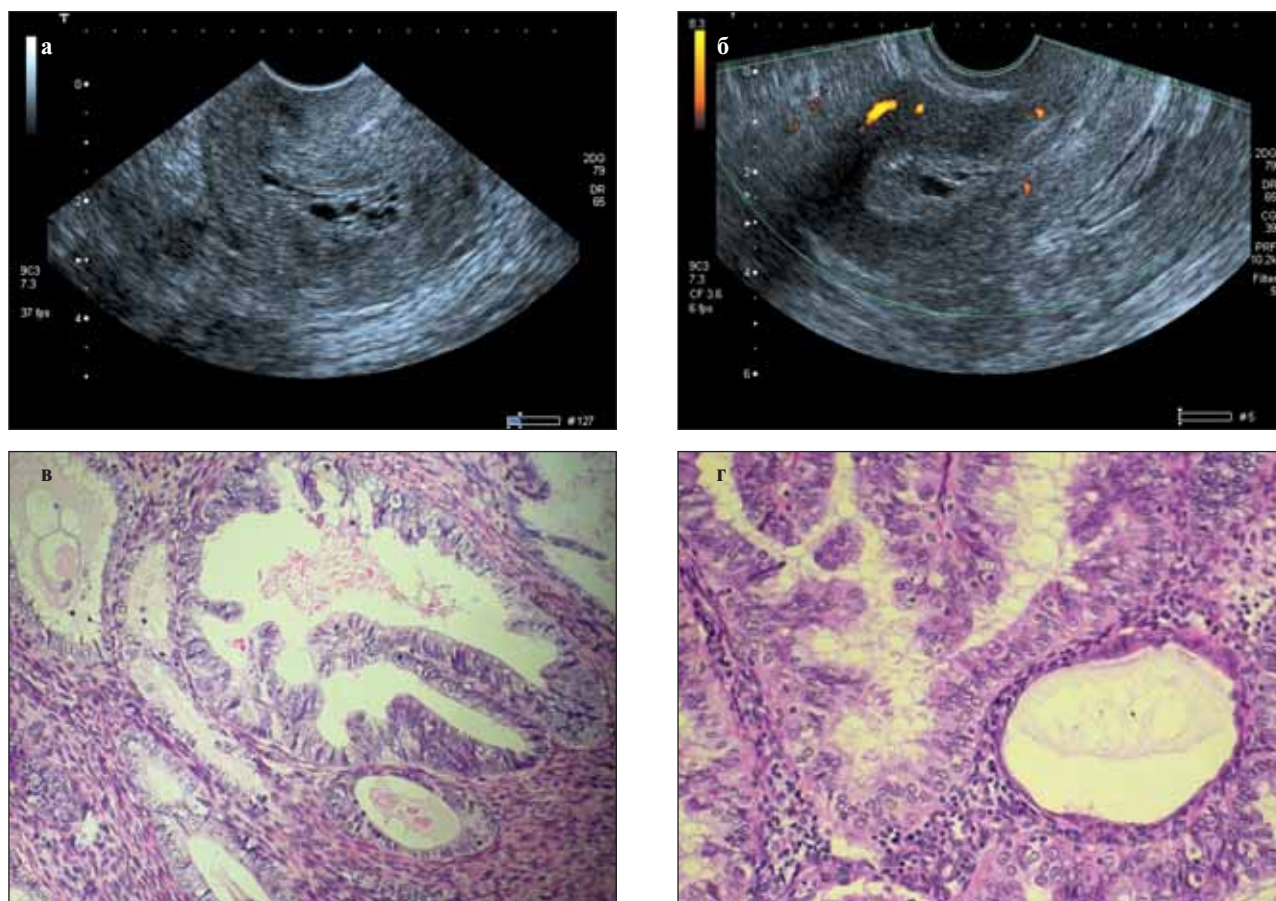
Гиперплазия эндометрия (сложная). Кистозно-гlandулярная дилатация и стромальный отек: а, б — ультразвуковые томограммы матки, выполненные в продольной плоскости; в, г — окраска гематоксилином и эозином
